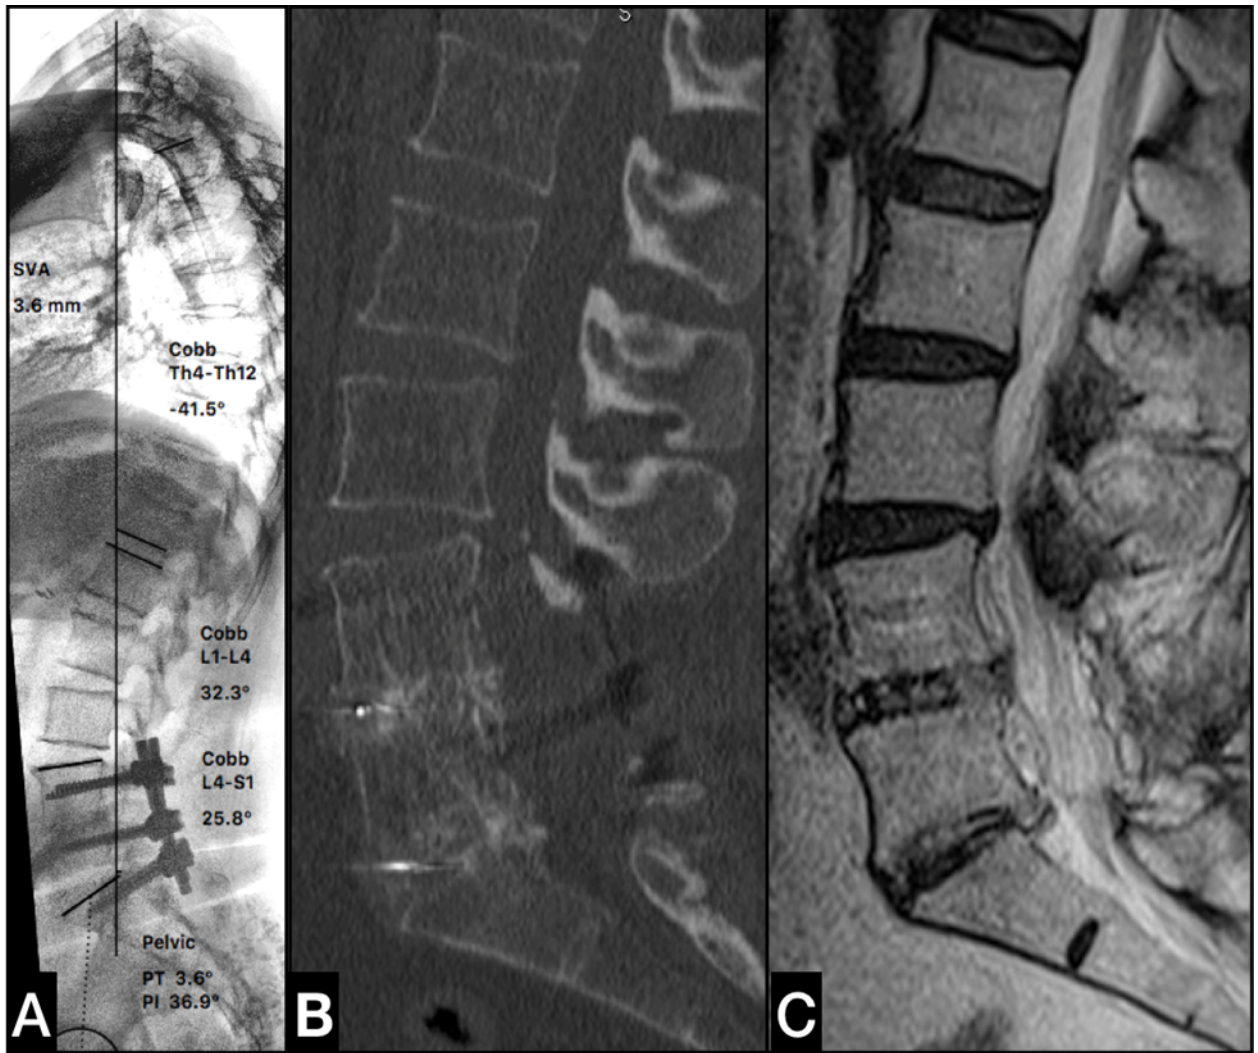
Телерентгенография (А), КТ (В) и МРТ (С) пациентки 61 лет через 18 месяцев после спондилодеза на уровне $L_{IV}-S_I$ с патологией смежного уровня в виде стеноза позвоночного канала. Полноценный костный блок, нормальные позвоночно-тазовые параметры и глобальный баланс. Недостаток лордоза в сегментах $L_{IV}-S_I$, $LL(L_{IV}-S_I)/LL=0,44$
